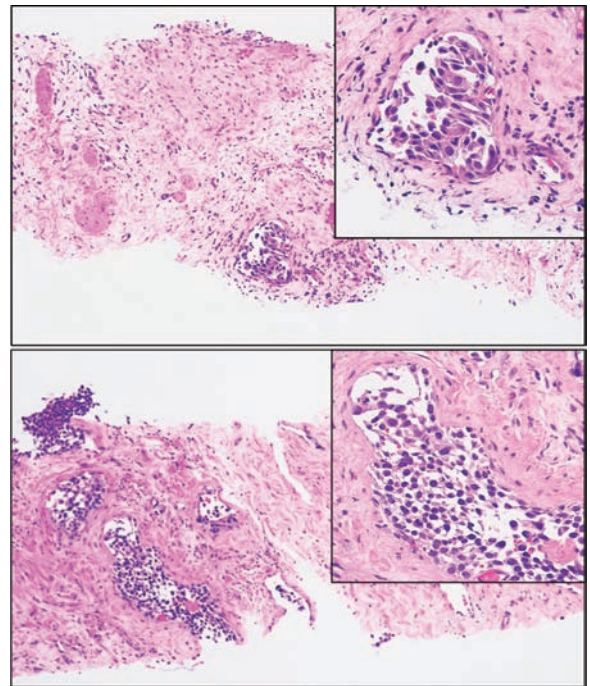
A: Transrectal ultrasound guided needle biopsy of bladder revealed a high-grade urothelial carcinoma (enlarged view). B: Percutaneous needle biopsy of penis shows atypical cells which are likely to those of from the bladder, which is consistent with metastatic urothelial carcinoma (enlarged view).
